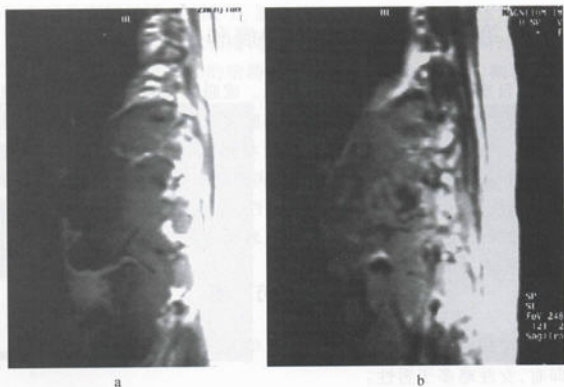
腰大肌恶性纤维组织细胞瘤 MRI
